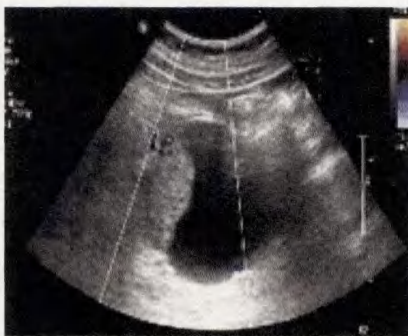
超声图像: 见囊实混合回声, 实性部分突入囊内, 且见血流信号
